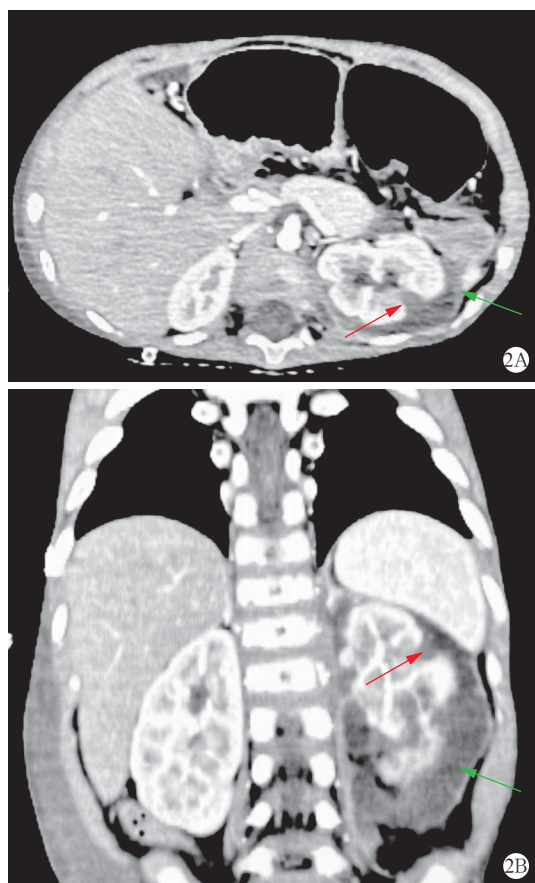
1例1岁10个月男性小儿肾结石致肾脓肿破裂继发麻痹性肠梗阻患儿入院腹部增强CT 腹部增强CT冠状位(A)可见左肾局部不连续(红色箭头所示),左肾及左肾周-左侧腰大肌包裹状液性低密度影(绿色箭头所示);腹部增强CT矢状位(B)可见左肾局部不连续(红色箭头所示),左肾及左肾周-左侧腰大肌包裹状液性低密度影(绿色箭头所示)
